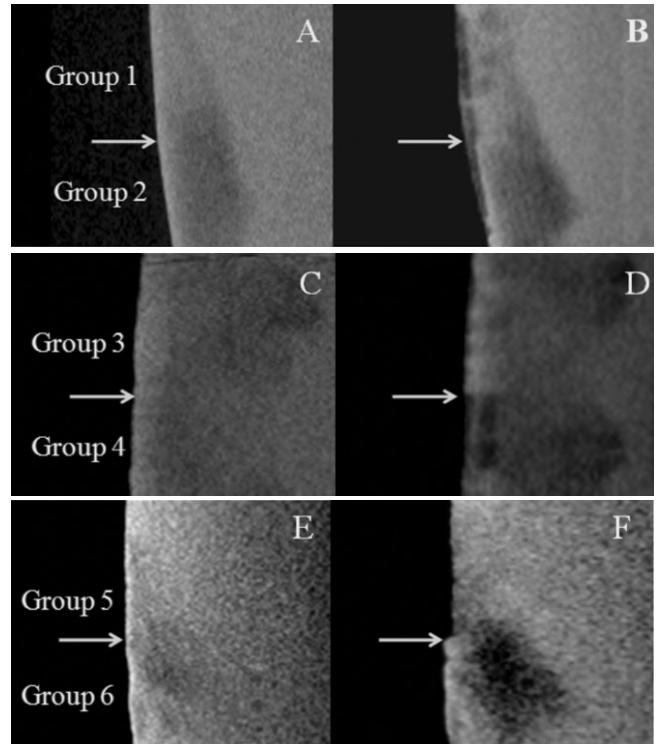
The micro-CT images of the white spot lesions before and after infiltration and caries induction. A: pre-treated group 1 and 2. B: post-treated group 1 and 2. C: pre-treated group 3 and 4. D: post-treated 3 and 4. E: pre-treated group 5 and 6. F: post-treated group 5 and 6.
